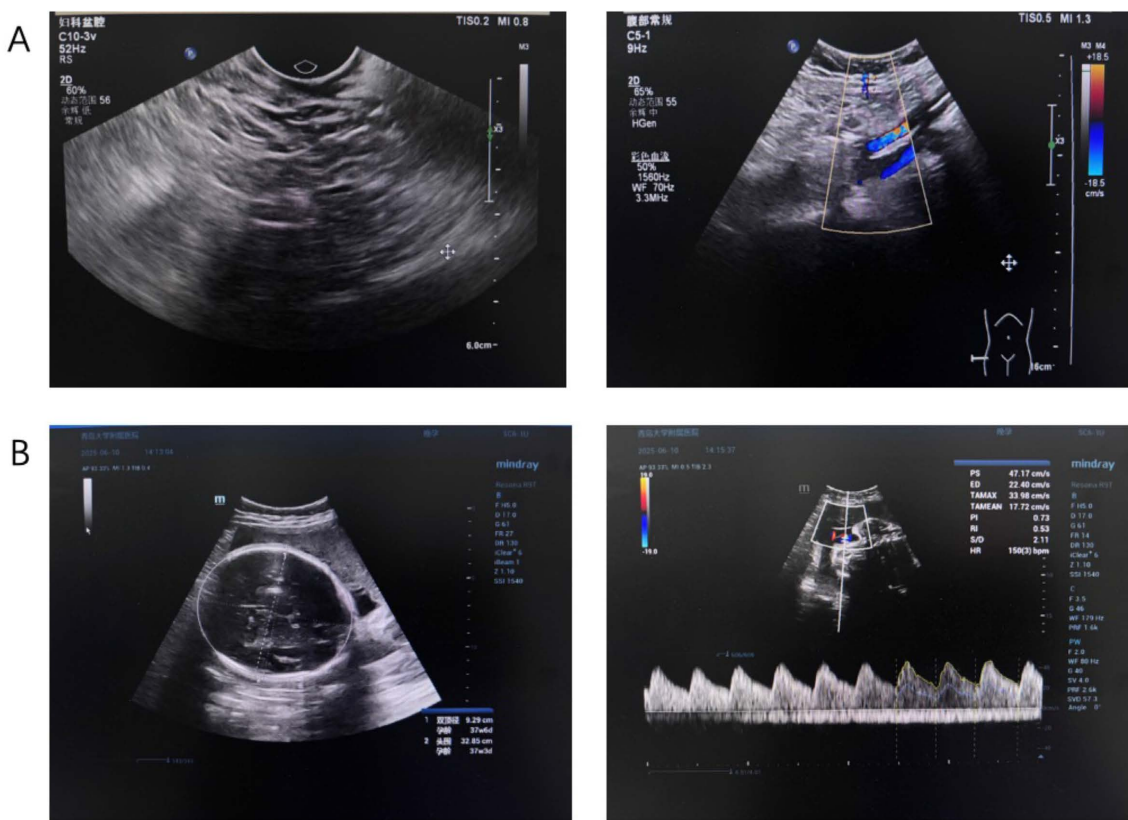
Imaging comparison of prenatal fetal ultrasound and postoperative transvaginal ultrasound. (A) Routine prenatal ultrasonography at 35 + 4 weeks of gestation showed fetal growth consistent with gestational age, with no structural abnormalities detected. (B) Postoperative follow-up transvaginal ultrasonography revealed no residual cervical lesions, and no abnormal findings were observed in the pelvic cavity
